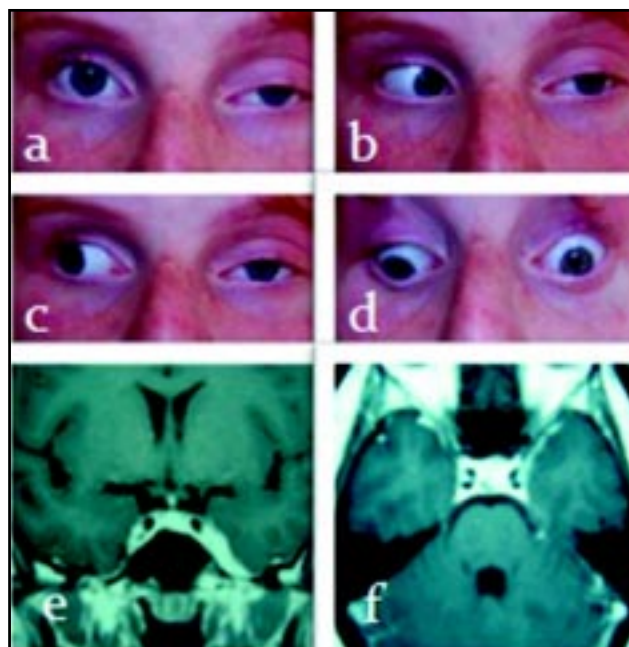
a, b, c, y d. Oftalmoplejía de ojo izquierdo. e, f. IRM de encéfalo: hiperintensidad del seno cavernoso izquierdo con aumento de su tamaño.
